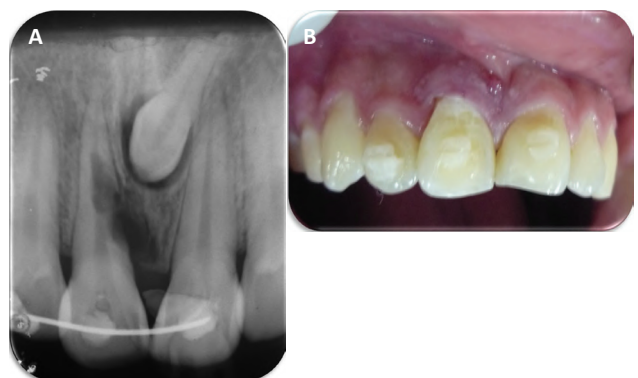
A: Radiografía inicial. B: Foto clínica inicial posterior a la remoción del alambre de ortodoncia.
